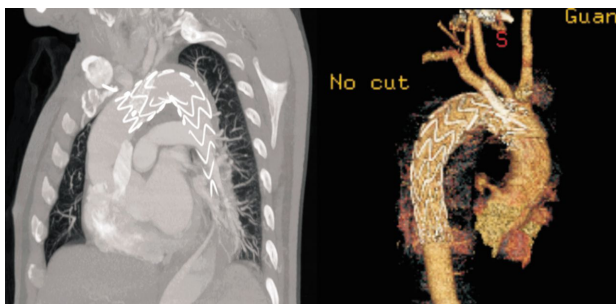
CTA 及三维重建示植入“烟囱”支架后图像
